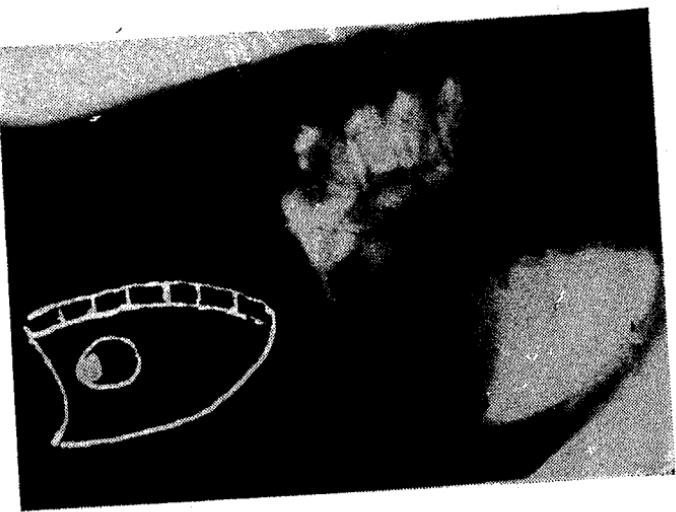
Radiografi latero-laterale. Vihet në dukje një imazh kavitar aerik me membranat të "palosura në formë lëmshi (simtomi i "raketakes" — image en grelot).
